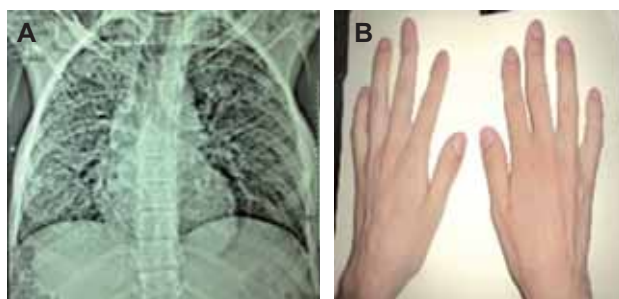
A) Radiografía de tórax con fibrosis pulmonar. B) Imagen de ambas manos con dedos hipocráticos.
